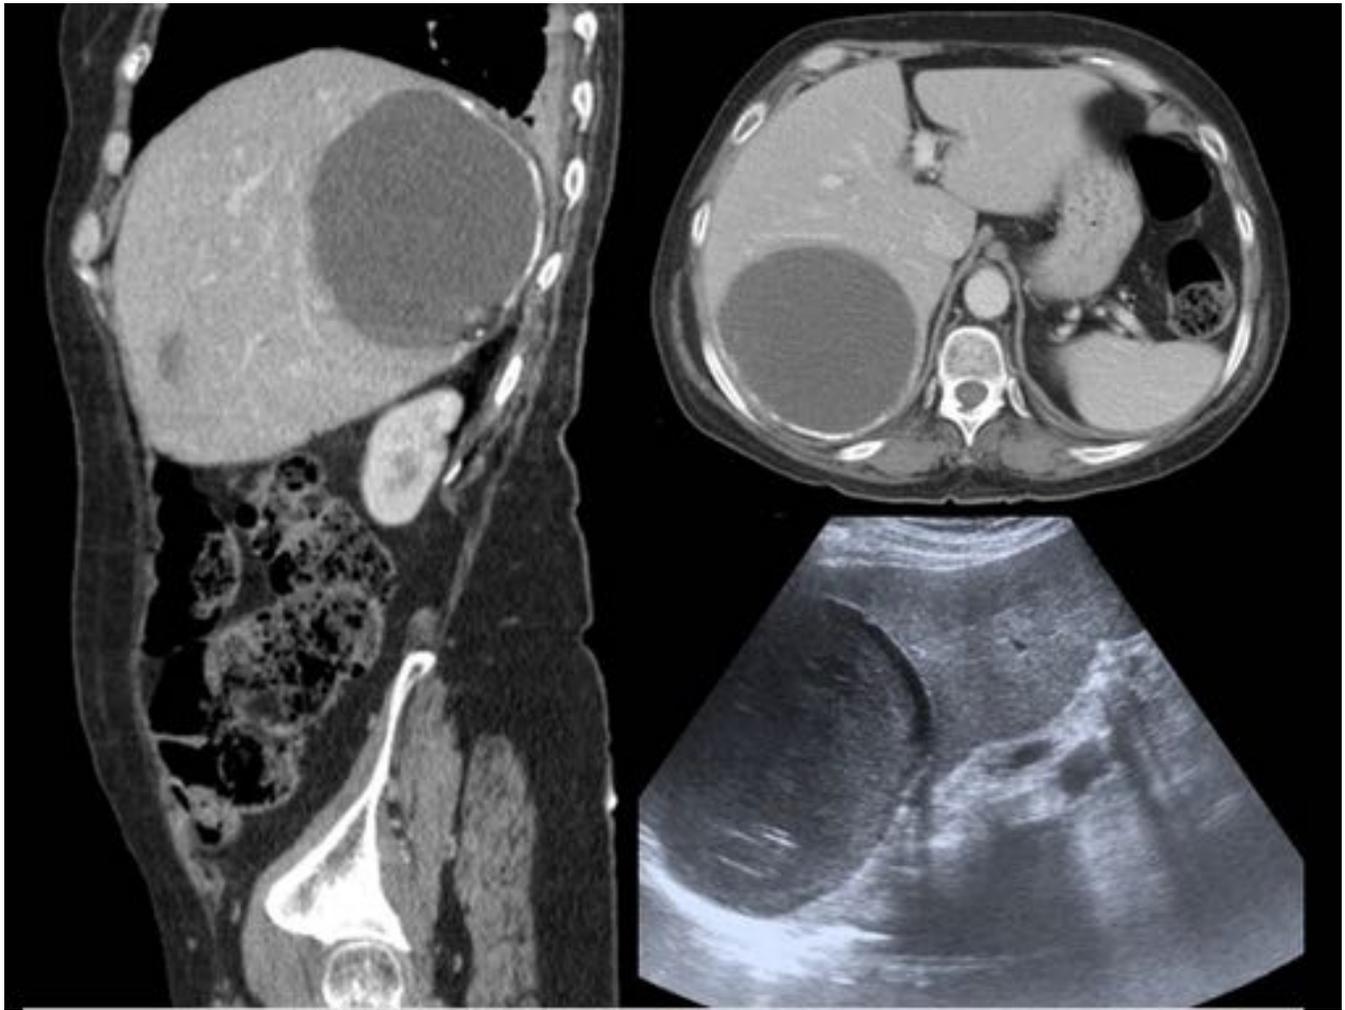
TC abdominal en fase portal, planos sagital y axial se identifica lesión hepática hipodensa, con calcificaciones finas periféricas y pequeñas vesículas adyacentes a su pared, sugestiva de quiste hidatídico. En la ecografía abdominal la lesión presenta contenido ecogénico, refuerzo acústico y sin vascularización por lo que habría que considerar tumoración sólida ó quiste complicado entre las posibilidades diagnósticas.
